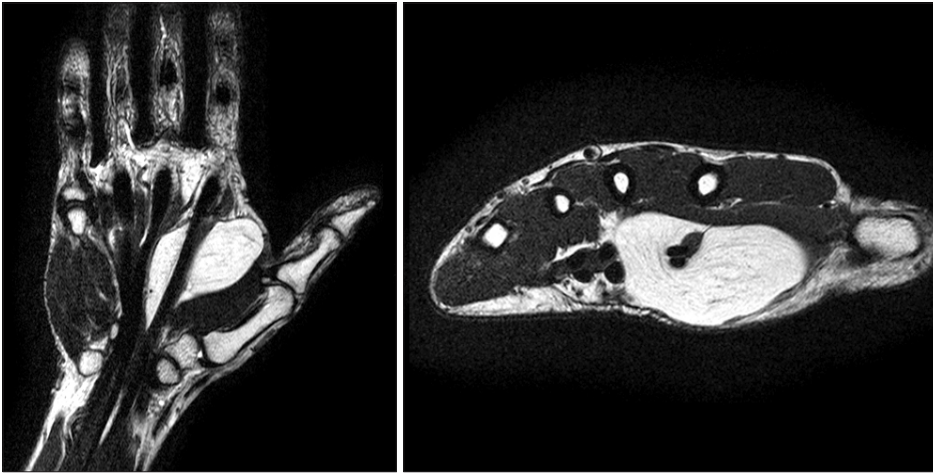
The MRI shows that the tumor is homogenous appearance suggestive of a benign lipoma.
